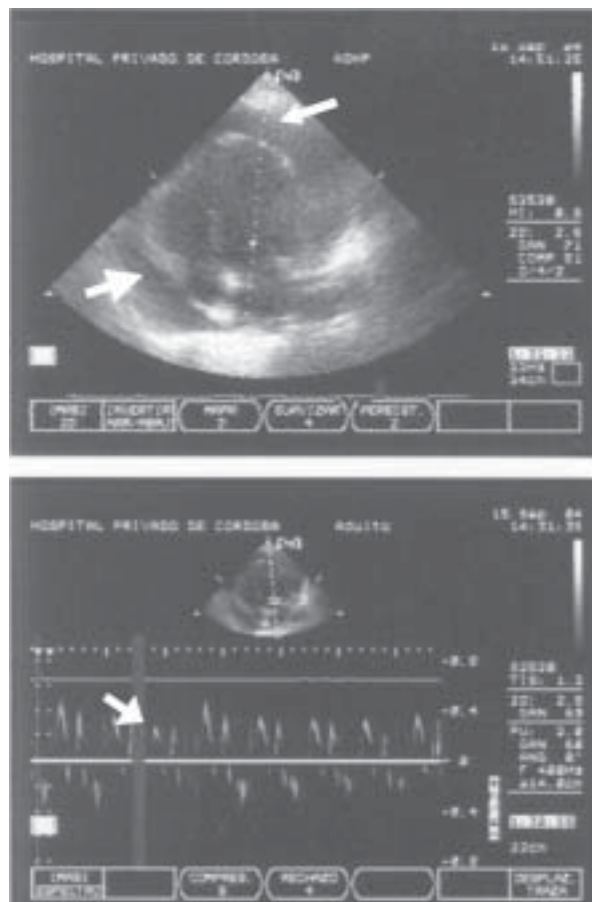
Arriba: Ecocardiograma bidimensional: Derrame pericárdico grave con colapso parcial de aurícula y ventrículo derecho (flecha). Abajo: Doppler pulsado: variabilidad de los flujos transmitrales mayor al 30% (flecha).
